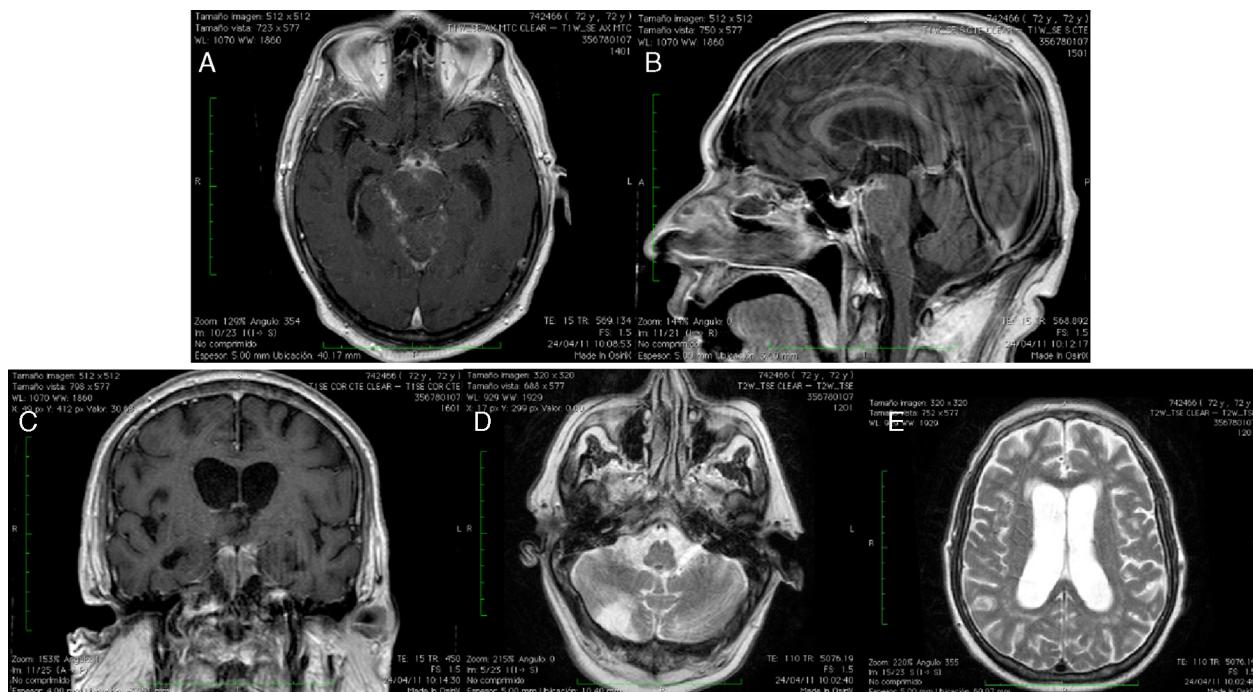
Resonancia magnética cerebral secuencias T1WI contrastada plano axial A) en la que se observa importante realce meníngeo en las cisternas basales, siendo mayor en la cisterna prepontina e interpeduncular, mejor visualizado en plano sagital (B) y coronal (C) donde se demuestra como rodea a la arteria basilar y a sus ramas terminales. Secuencias T2WI plano axial a nivel de fosa posterior (D) nuevamente se observa lesión maláctica cerebelar derecha postero inferior y a nivel supratentorial (E) se demuestra dilatación del sistema ventricular supratentorial, sin signos de migración transepéndimaria.
